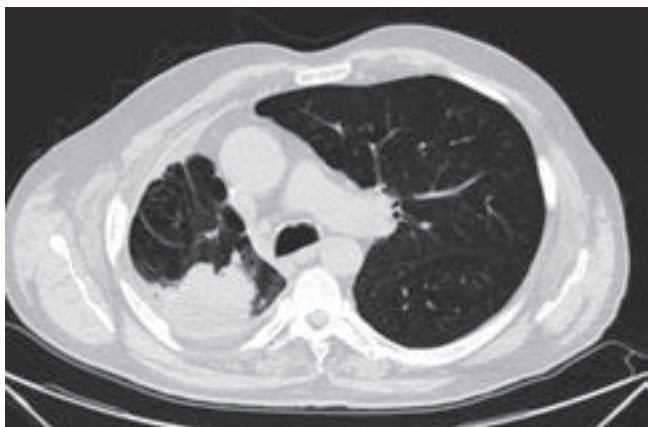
CT hrudníku v době ukončení iniciální fáze 1. linie chemoterapie s efektem parciální regrese – patrná regrese tumorózní infiltrace vpravo a regrese pleurálního výpotku (8/2013)
